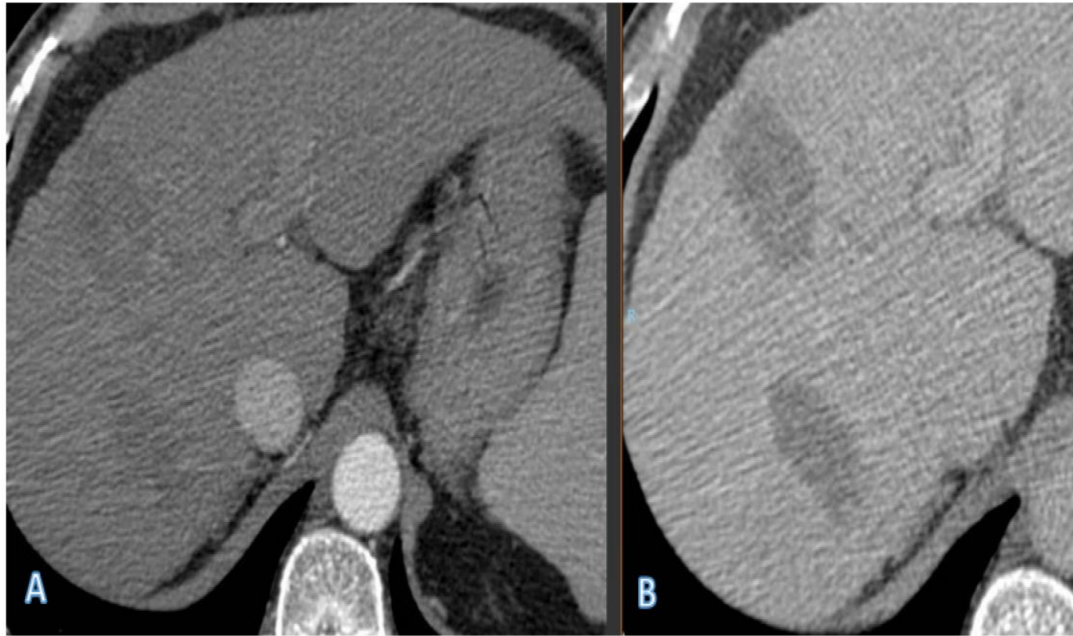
TC axial que muestra dos focos de carcinoma hepatocelular en los segmentos VII y VIII en fase arterial (A) y fase portal (B), obtenida un mes después de la ablación por radiofrecuencia. Se identifican dos áreas de ablación ovaladas, hipodensas y bien delimitadas, sin realce tras la administración de contraste.
